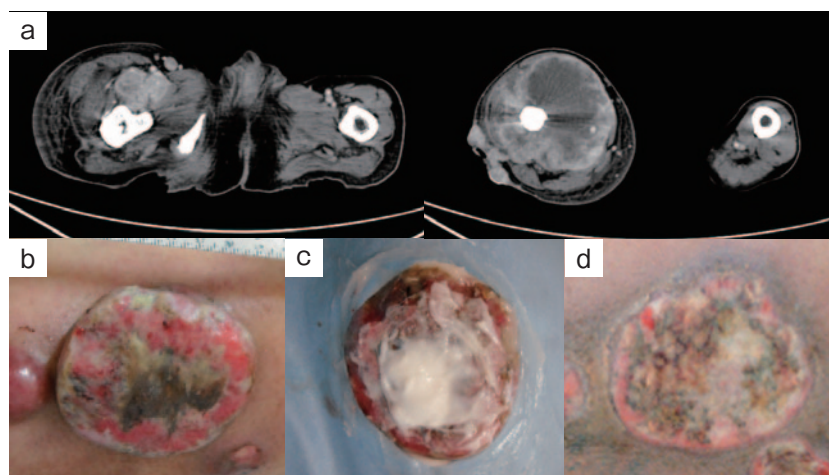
症例2. (a) 下肢造影CT. 右大腿骨周囲と皮膚に腫瘍を認める. (b) 初回MP塗布前. (c) 初回MP塗布時. (d) 初回MP塗布2ヶ月後. MP塗布部位の出血はみられなくなった.
